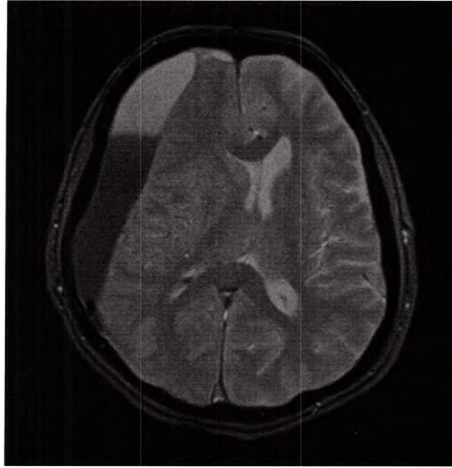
IRM en pondération T2. HSDC avec des éléments d'âges différents : le resaignement récent (en position déclive) apparaît hypo-intense, alors que la partie frontale de l'hématome est hyperintense (datant de quelques semaines).
